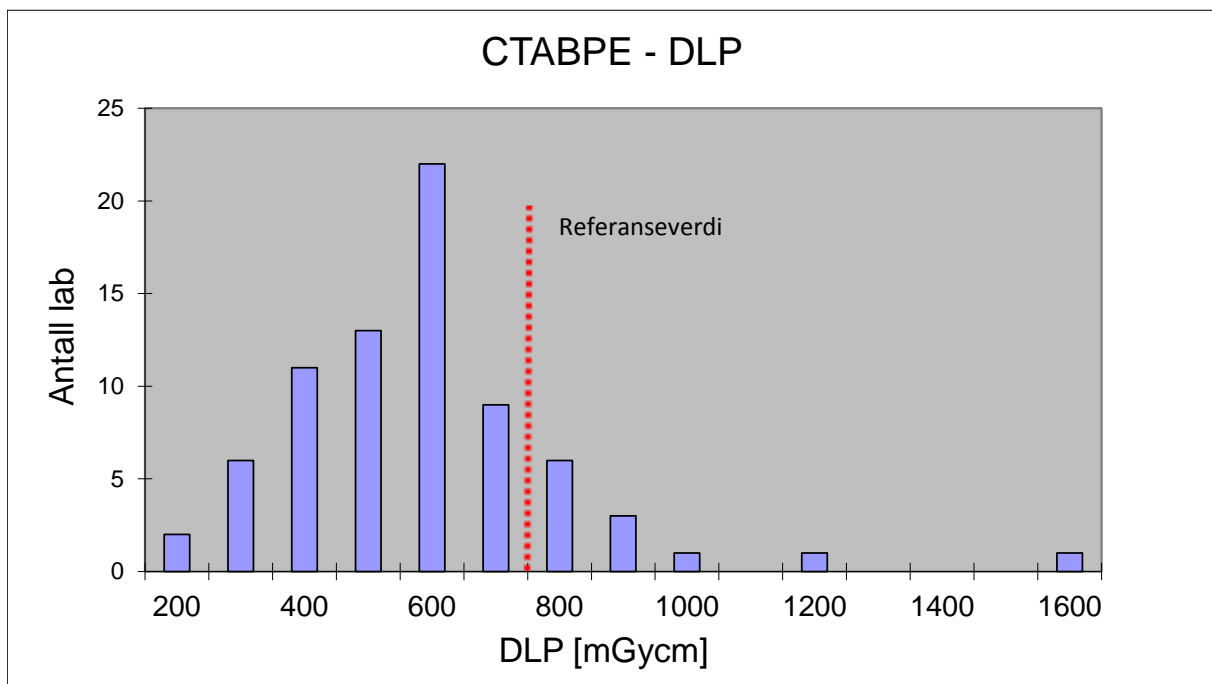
Fordeling av de innsamlede DLP verdiene for CT abdomen-pelvis. I tillegg vises den nasjonale referanseverdien (NRV) på 800 mGycm som var gjeldende på tidspunktet før innsamlingen..
